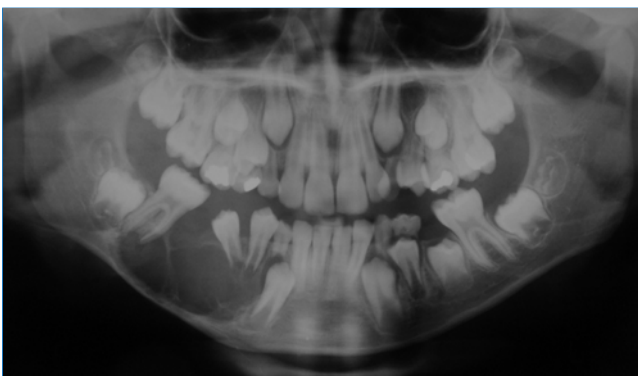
Radiografia panorâmica evidenciando área radiolúcida multiloculada em região de corpo mandibular direito entre os elementos 43 (incluso) e 46 (erupcionado).
